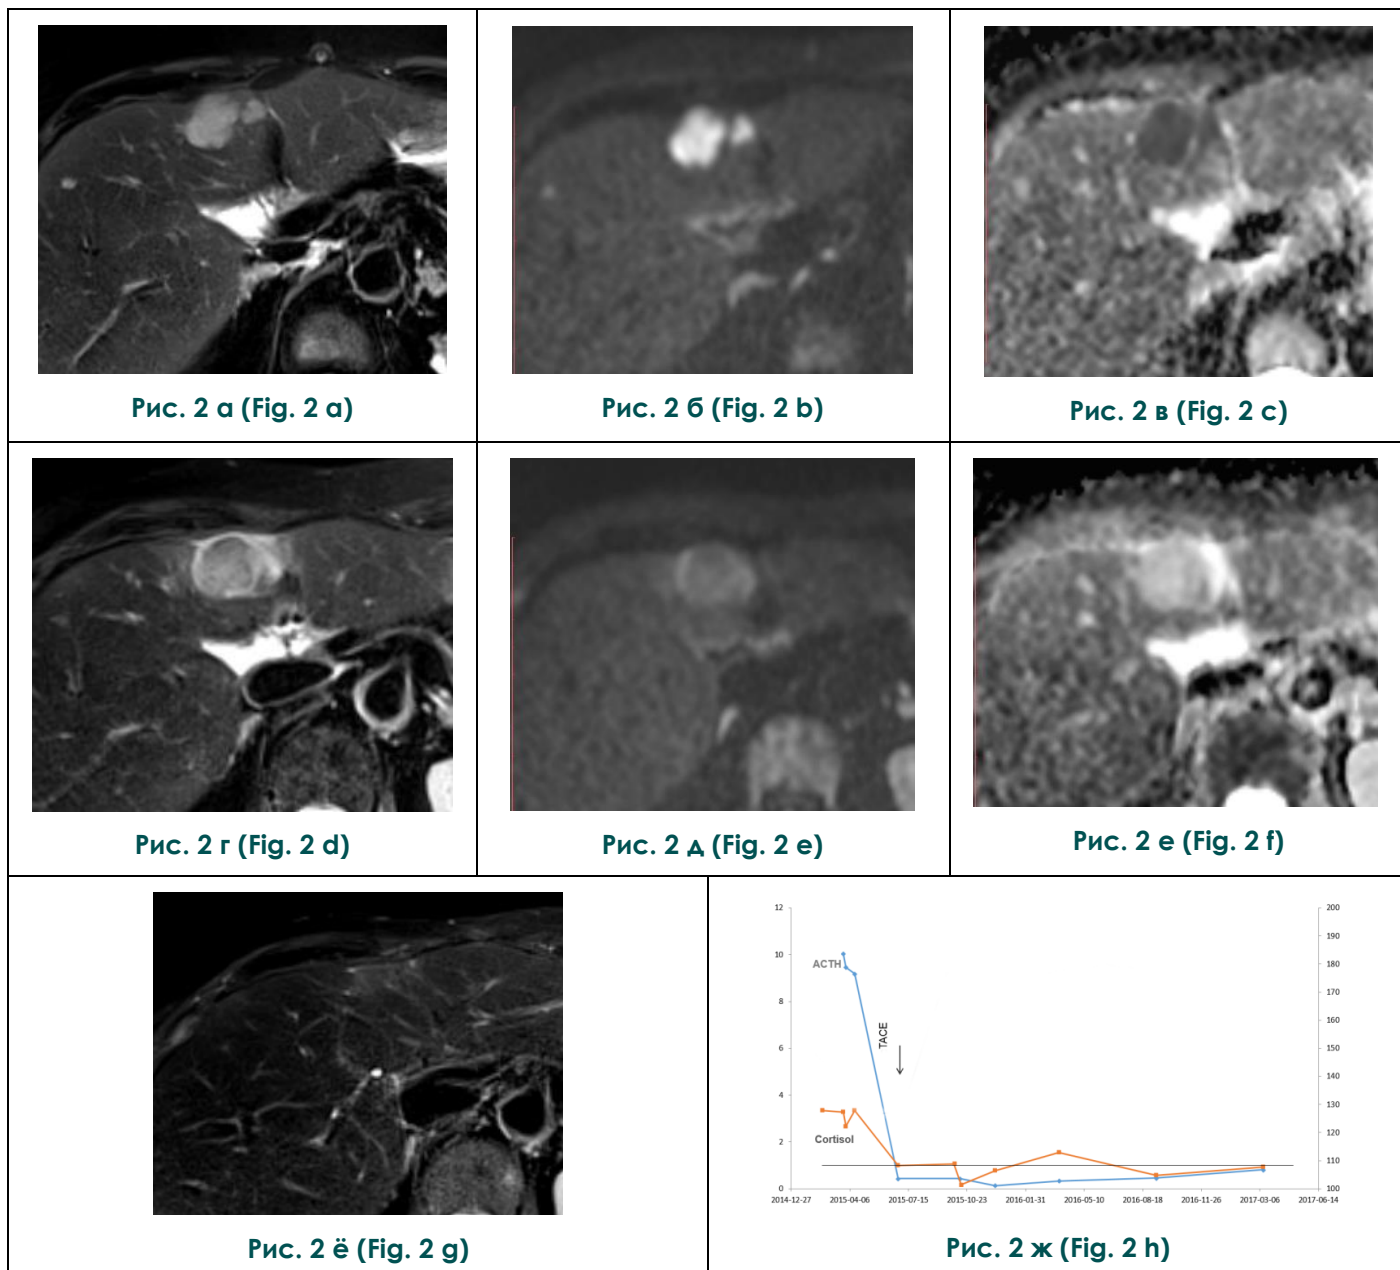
МРТ и лабораторная оценка эффекта ТАХЭ у пациентки с метастазами НЭО головки поджелудочной железы в печени, продуцирующими АКТГ.
